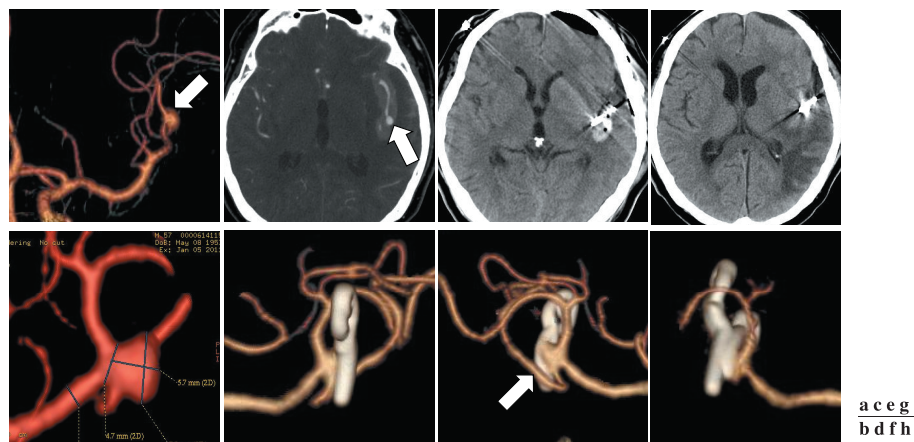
Radiological data of the left distal MCA ruptured aneurysm (Case 4). a-c: Preoperative CT imaging demonstrating SAH and left distal MCA aneurysm (arrow). d: Postoperative CT imaging (1 day later). e, f: Postoperative CT imaging (23 days later) demonstrating rebleeding (e) and neck remnant (arrow) (f). g, h: Postoperative CT imaging after the retreatment.
